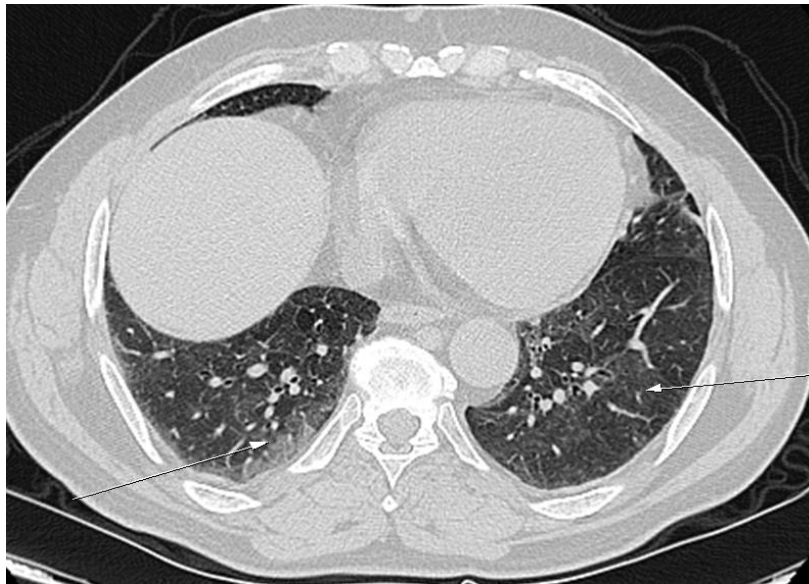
angio-TDM thoracique objectivant des plages de verre dépoli en rapport avec une hémorragie alvéolaire (patient A.E, service de radiologie/ CHU Hassan II)
